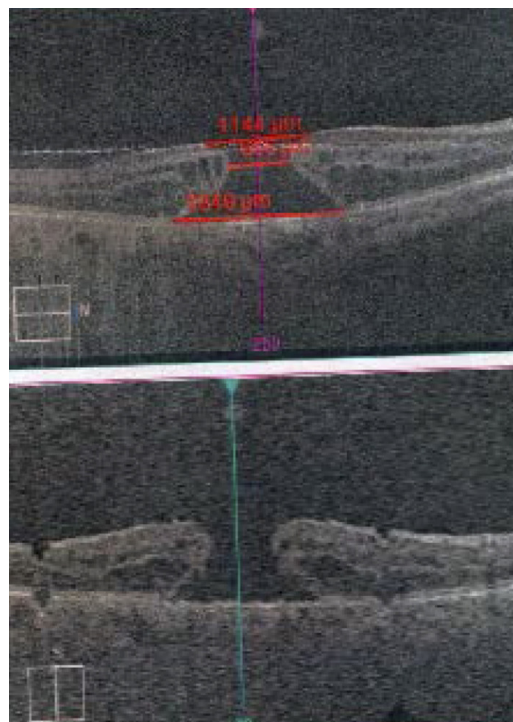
Рецидив макулярного разрыва после первичного хирургического лечения, по данным оптической когерентной томографии
